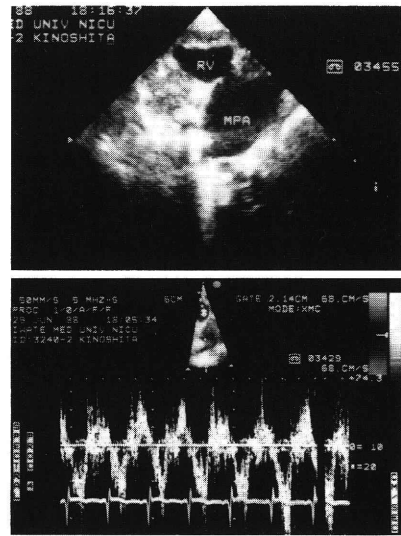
入院時心エコー図。上段：大動脈弁レベルでの短軸像、RV：右室、MPA：主肺動脈。下段：右室流出路におけるパルスドップラー所見。
